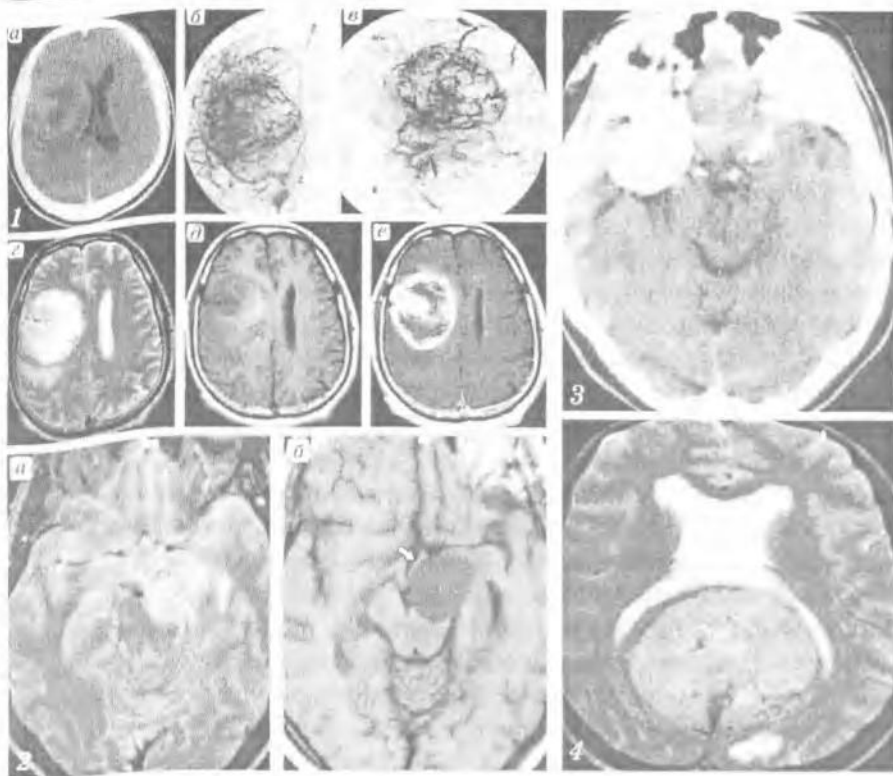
МРТ-картина при различных опухолях головного мозга:
